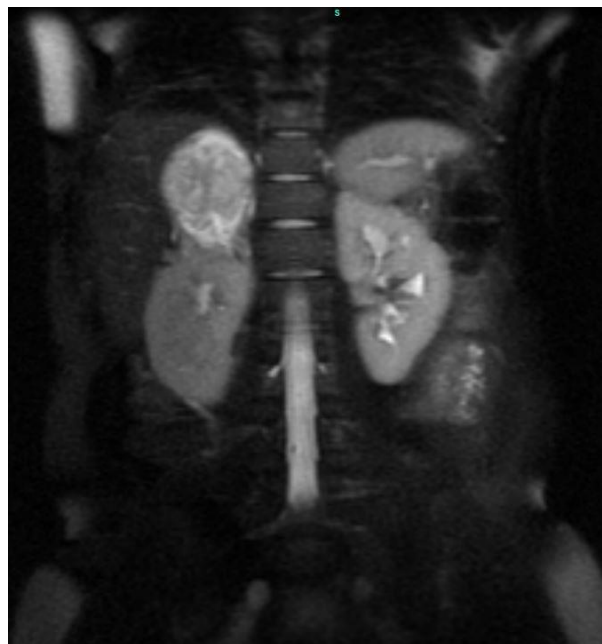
Imagem de Ressonância Magnética mostrando formação expansiva heterogênea na loja adrenal direita (Corte Obliquo)
